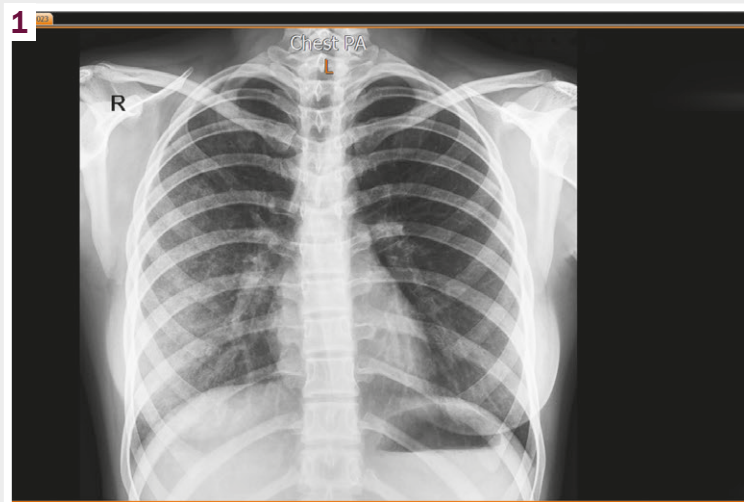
Рентгенограма грудної клітки при надходженні дитини до ВАІТ та ХД.
